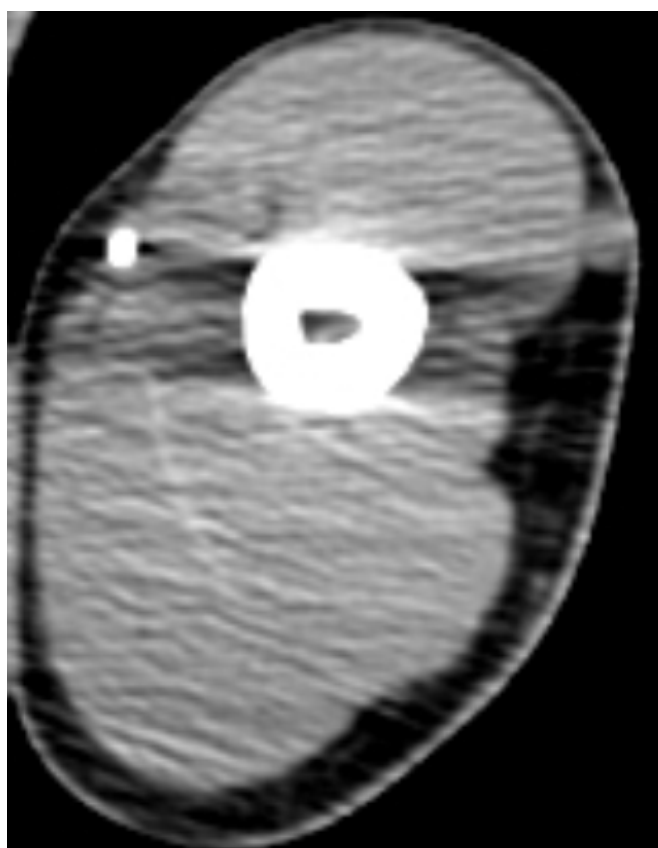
Vista axial de tomografia computadorizada do braço esquerdo
